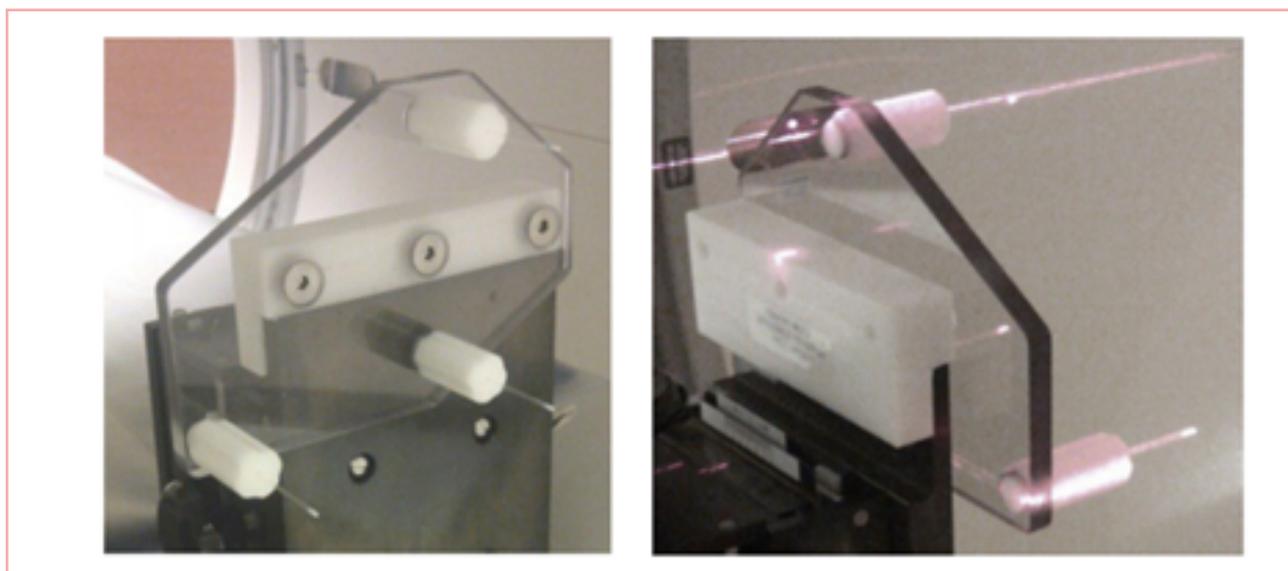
Utilización de tubos capilares con radiotrazador en un fantoma GE para la verificación de alineación de imágenes PET y CT.
